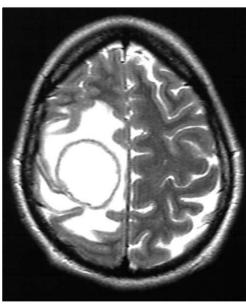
Абсцесс правой задне-лобно-теменной области, магнитно-резонансная томография: а - Т1-взвешенное изображение; б - Т1-взвешенное изображение с контрастным усилением; в - Т2-взвешенное изображение
